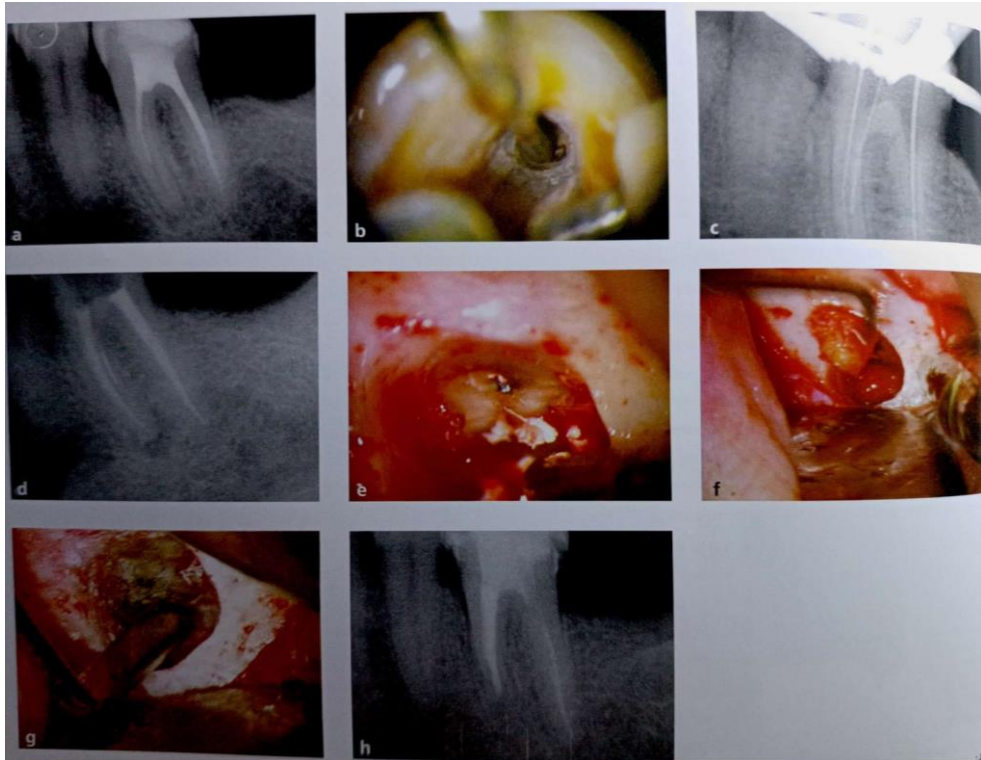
(a) Molar inferior con un instrumento NiTi separado en conducto mesio vestibular. (b) Durante las maniobras de remoción utilizando puntas de ultrasonido a una potencia elevada, el instrumento se separó de manera secundaria. (c) Sondaje del conducto, se encuentra completamente bloqueado. (d) Se decide obturar y dejar en observación. (e) La sintomatología no disminuye, se toma la vía quirúrgica y se realiza apicectomía. (f) Extracción del ápice. (g) Obturbación retrógrada con MTA. (h) Control 5 años después. ¹⁶
